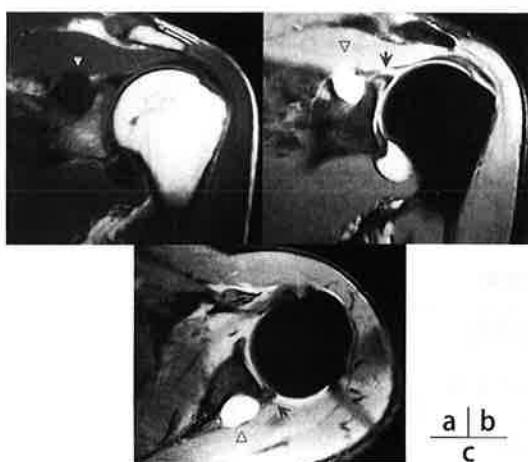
術前MRI(三角：嚢胞、矢印：関節唇損傷部)
